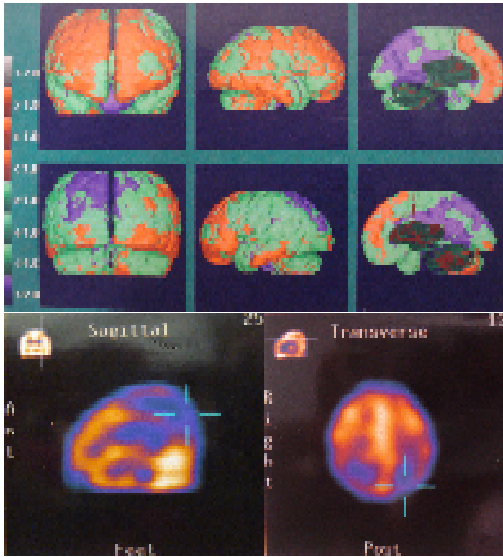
SPECT realizado con técnica HMPAO, puede observarse moderada hipoperfusión parietal posterior
